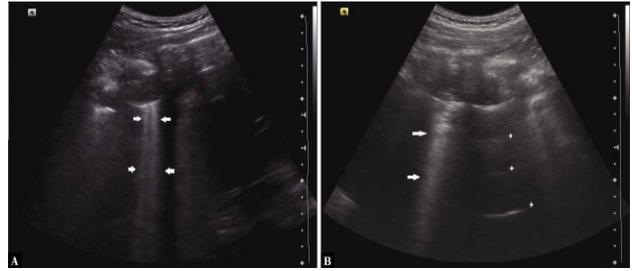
A. Ecografía longitudinal en escala de grises del espacio intercostal que muestra las líneas B que discurren verticalmente; B. Se ven líneas B confluentes. Las líneas B oscurecen las líneas A horizontales que se ven en el espacio intercostal adyacente (representado por un asterisco). (27)
